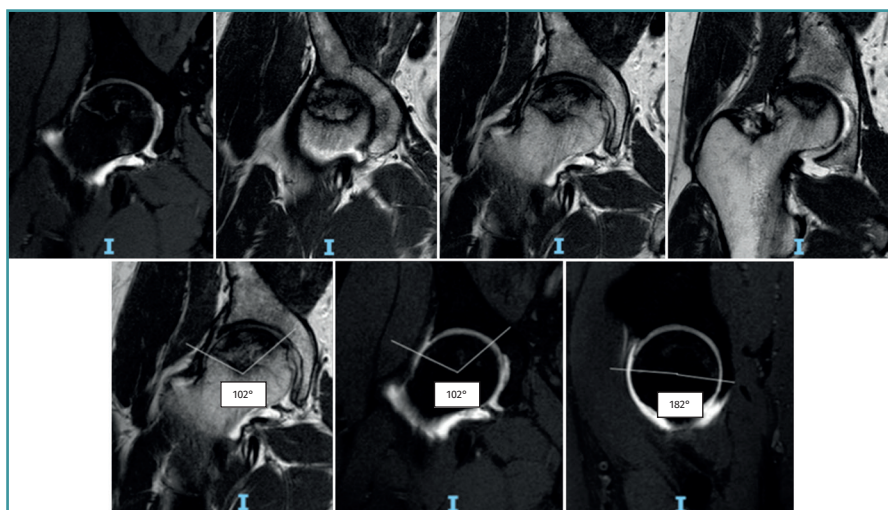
Artrorresonancia magnética de la cadera derecha, evidenciándose en cortes coronales y axiales una imagen hipointensa en la secuencia T2, con bordes hiperintensos en la secuencia T1 (signo del doble contorno), lesión de tipo pincer y cam, desgarrado del labrum acetabular de Czerny-Hoffman IIIA y adelgazamiento del cartílago articular. Medición del ángulo de Kerboul de 284°.
